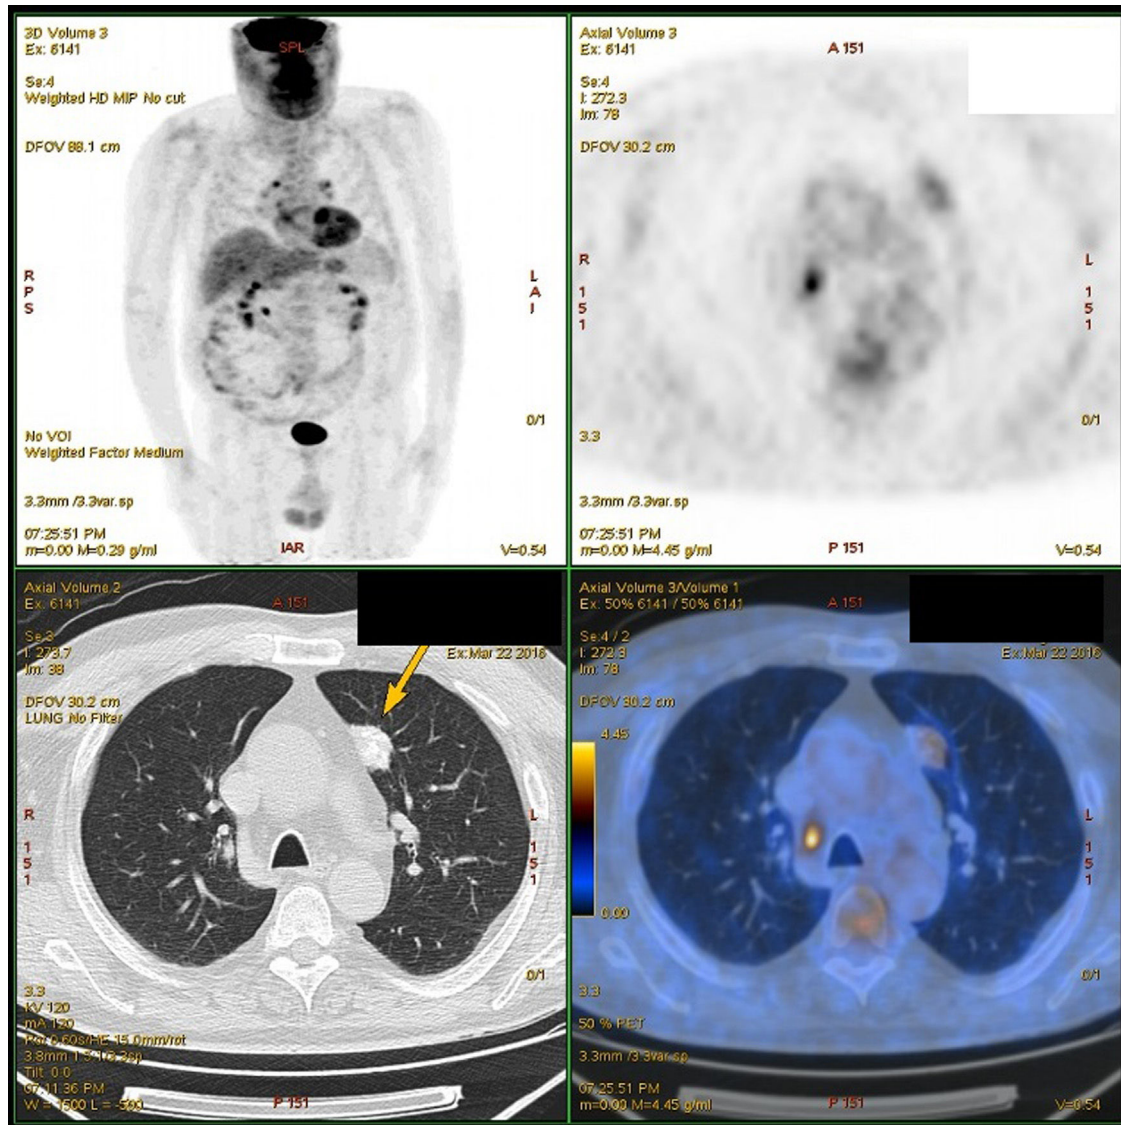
PET/TC torácico que muestra lesión hipermetabólica pulmonar (SUVmáx 2,7 g/ml) sugiriendo malignidad; siendo un nódulo amiloideo. Ganglio de tamaño *borderline*, pero hipermetabólico en espacio paratraqueal derecho (14 × 8 mm) con SUVmáx 6,3 g/ml.
